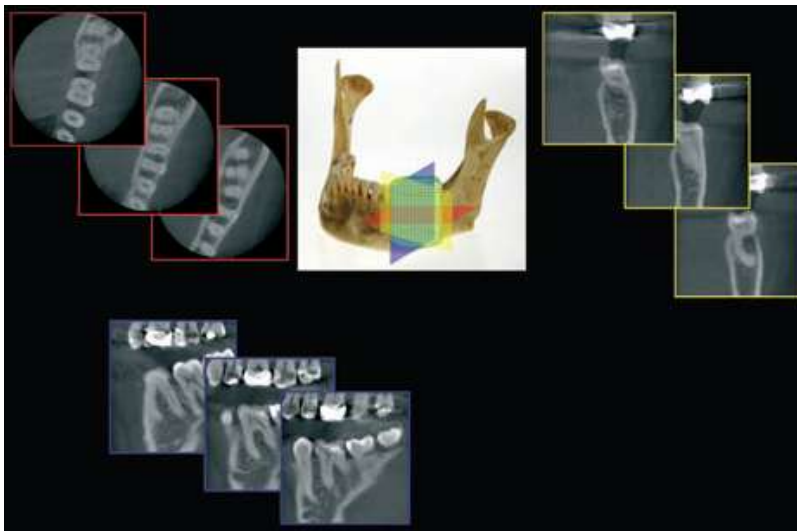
Sección transversal típica de imágenes entre vistas ortogonales que son generadas a partir de un haz cónico en la tomografía computarizada. El médico selecciona la posición y el espesor de la rebanada seleccionado desde dentro un volumen cilíndrico o esférico de datos. Los tres puntos de vista pueden ser evaluados simultáneamente, a través de un plano que atraviesa simultáneamente los otros dos planos.<sup>26</sup>
